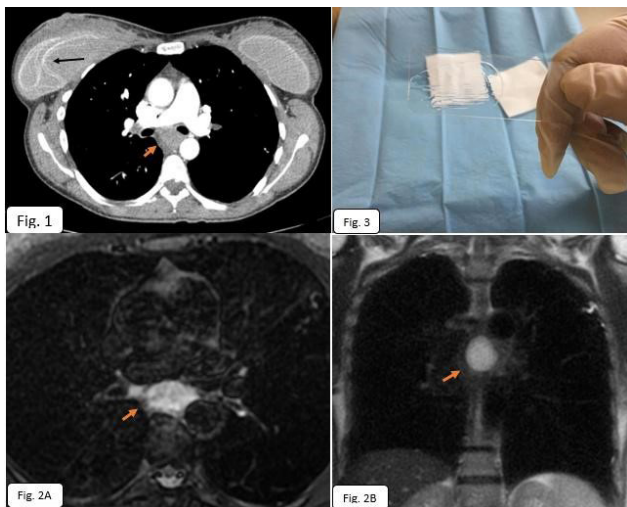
Corte axial de TC de tórax con contraste intravenoso, apreciándose siliconoma subcarinal (flecha corta) y rotura protésica intracapsular (flecha larga).
